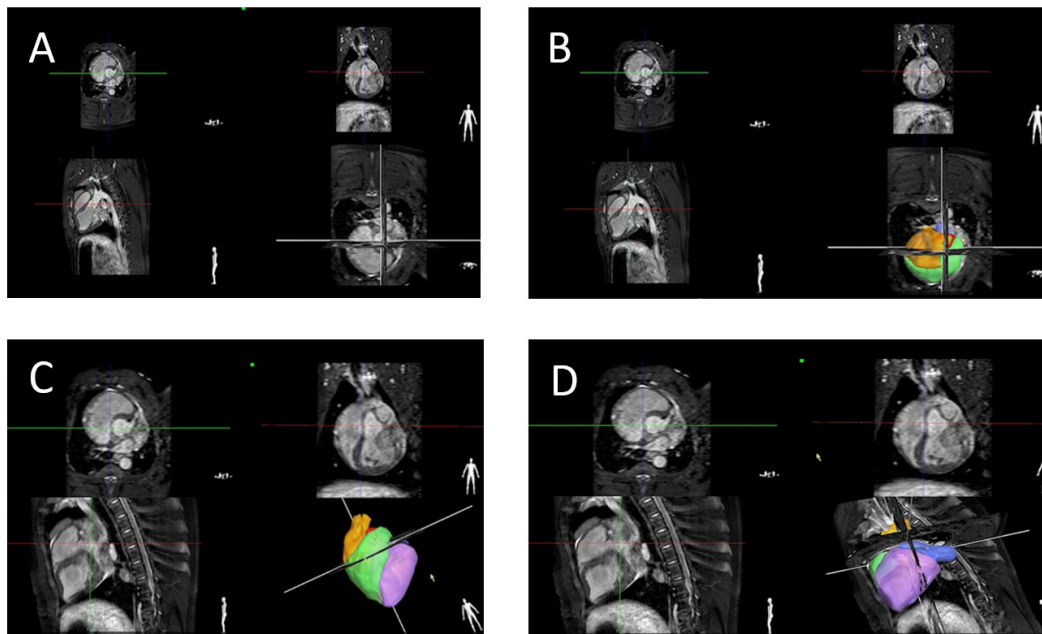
Segmentierung der kardialen Anatomie. A zeigt die MRT-Darstellung des Herzens in einem Kurz- und Längsachsenschnitt, B-D zeigen die Rekonstruktion der Anatomie nach Segmentierung von rechtem Vorhof (gelb), linkem Vorhof (blau), rechtem Ventrikel (grün) und linkem Ventrikel (violett).
